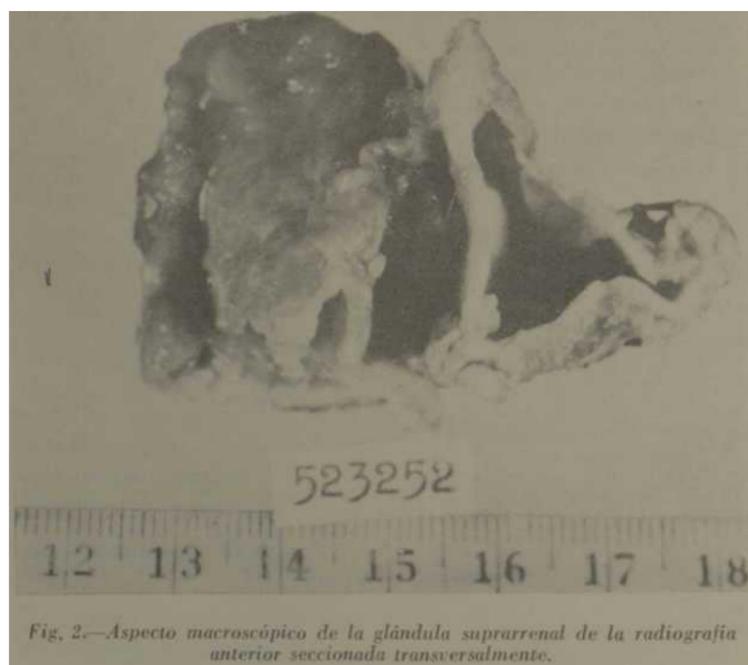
Aspecto macroscópico de la glándula suprarrenal de la radiografía anterior seccionada transversalmente.
